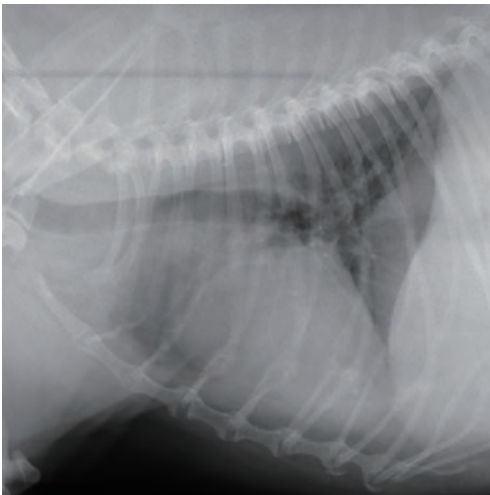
症例6における初診時胸部X線検査側面像。吸気時。び慢性間質陰影が認められた
